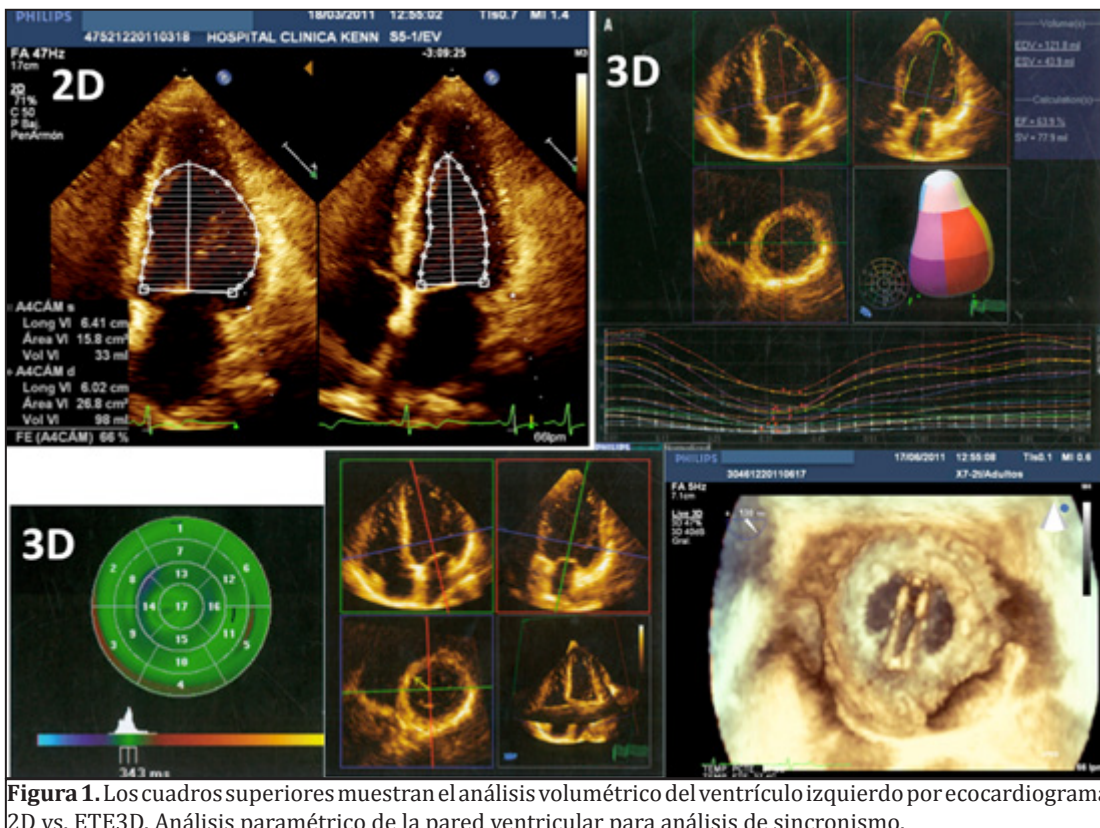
Los cuadros superiores muestran el análisis volumétrico del ventrículo izquierdo por ecocardiograma 2D vs. ETE3D. Análisis paramétrico de la pared ventricular para análisis de sincronismo.
